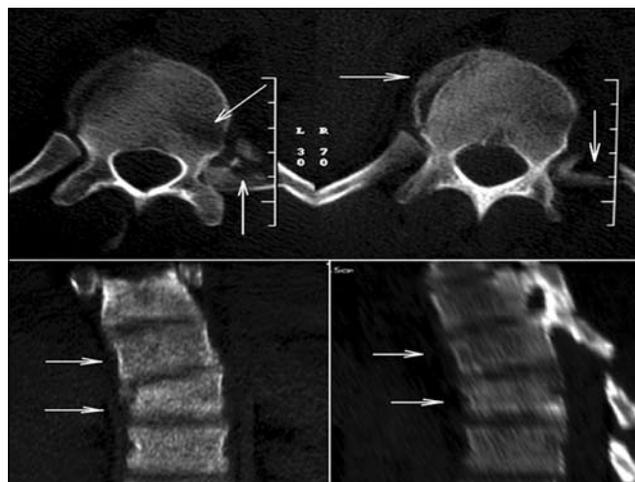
Компьютерная томограмма позвоночника.
